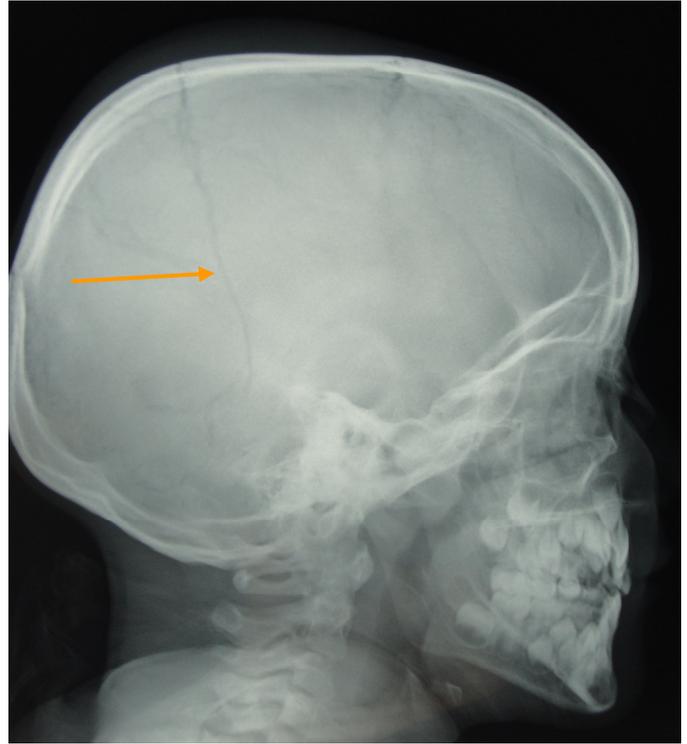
Radiographie du crâne révélant une fracture temporo-pariétale : incidence de profil.
